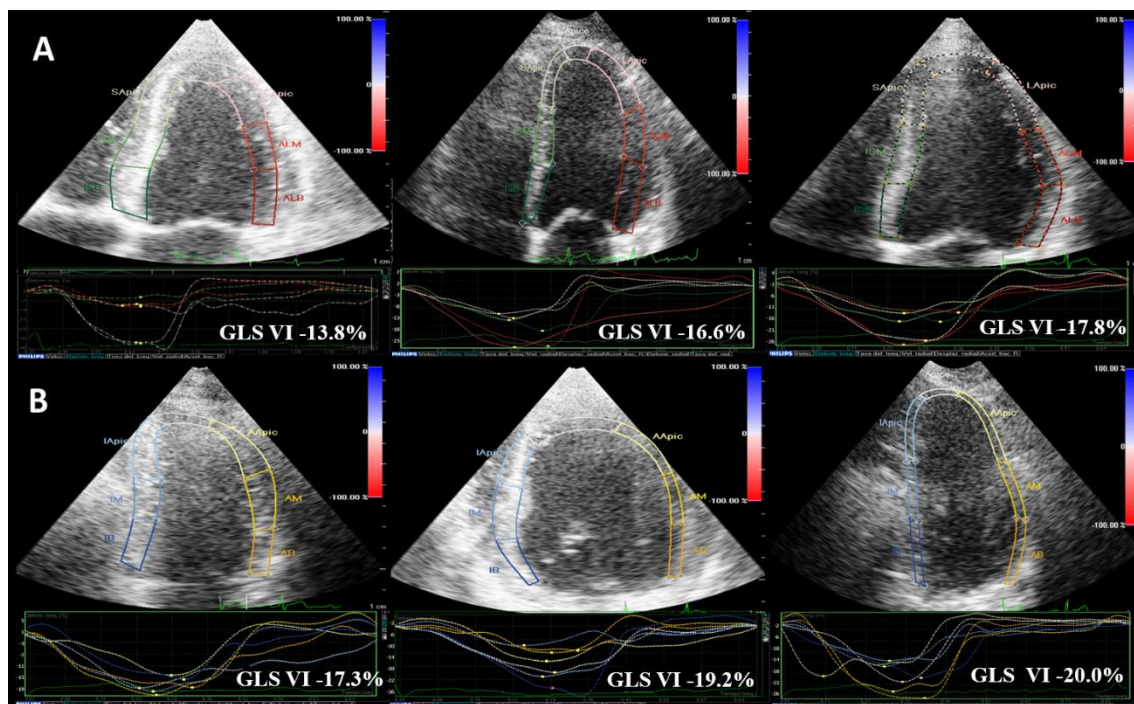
Evolución de la función de VI por Speckle-tracking después del TC
